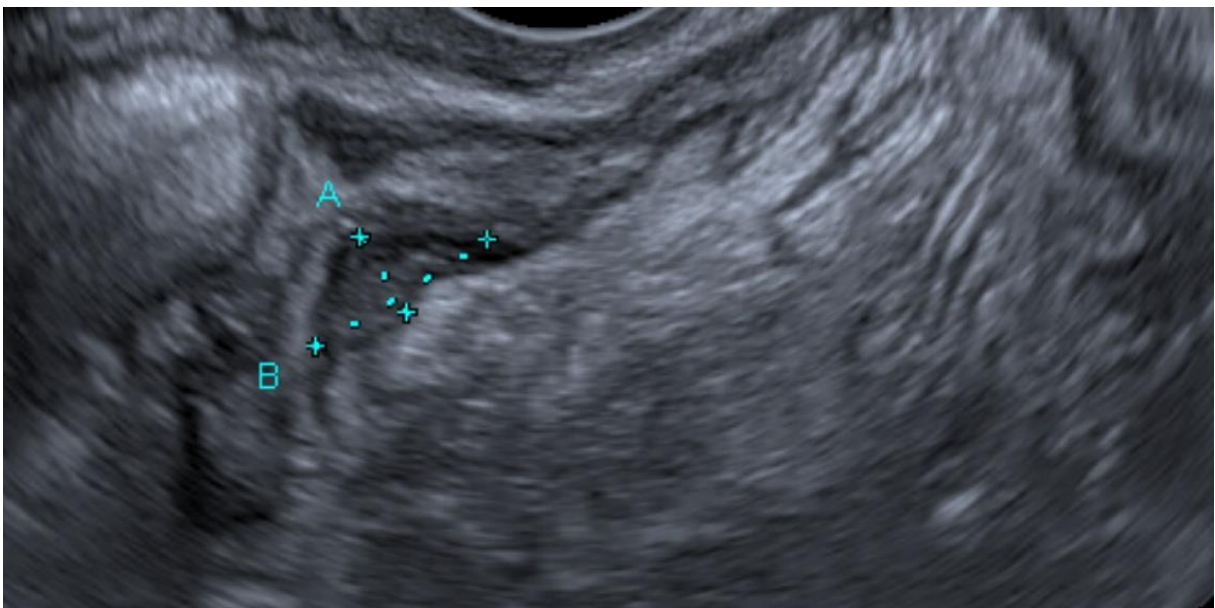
Echographie par voie endocavitaire : épaissement pariétal sigmoïdien, non visualisé sur l'IRM.
